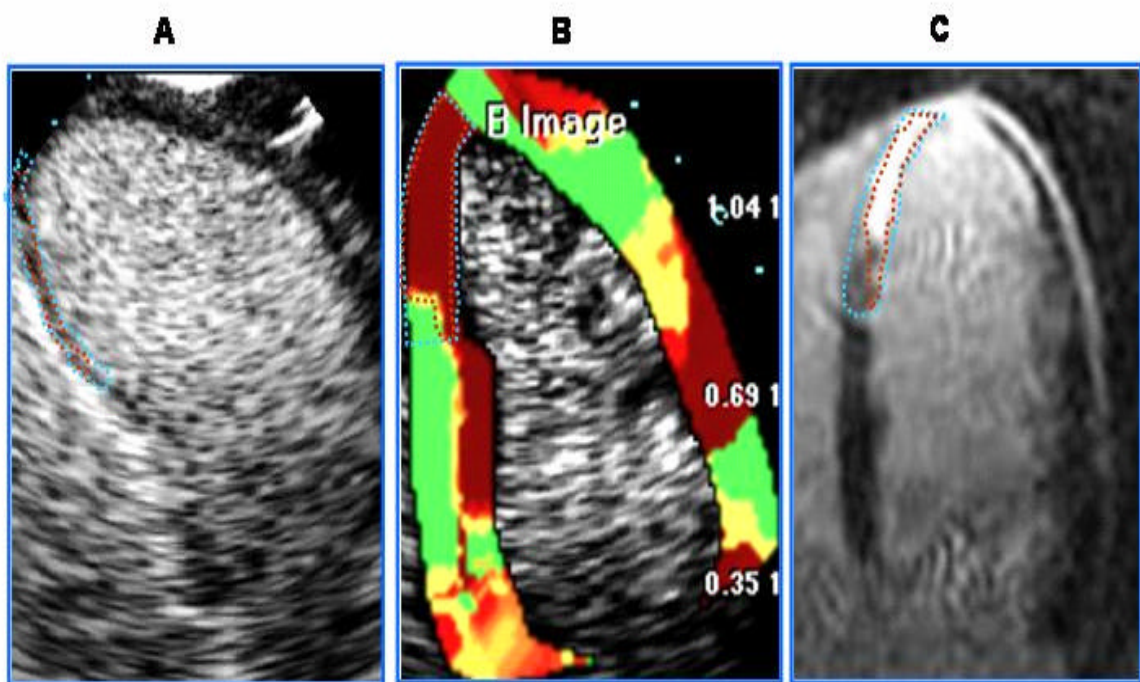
Ecocardiograma com contraste em escala de cinza (A), Imagem paramétrica (B) e Ressonância magnética (C) - planimetria de um segmento infartado (azul) e da sua área de infarto (vermelho)
